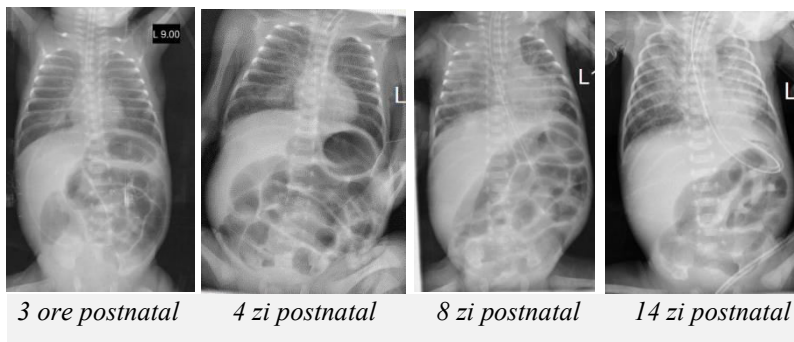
Radiografia de ansamblu a cutiei toracice și cavității abdominale ortostatic, profil anteroposterior*
